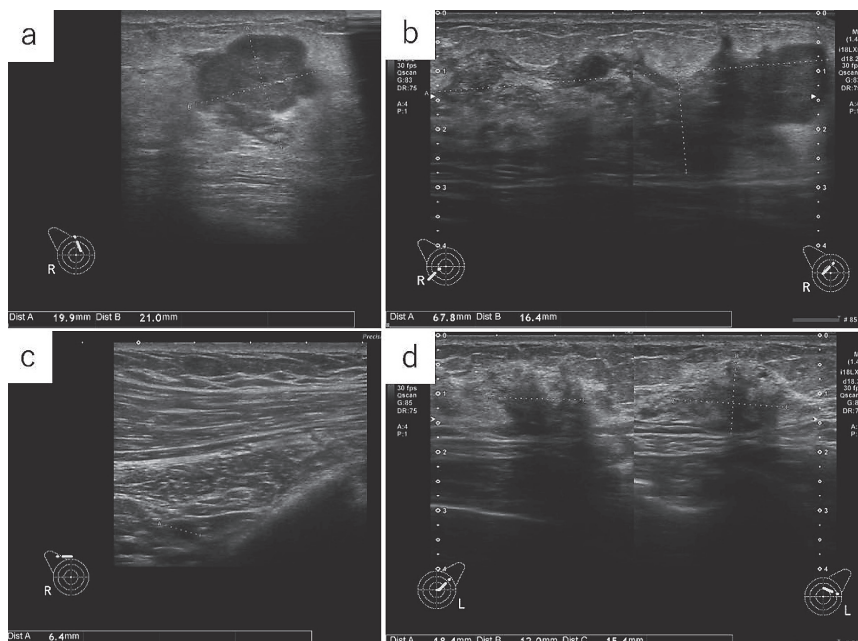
a: 右 A 区域に 19.9×21.0mm の辺縁不整な楕円形低エコー腫瘍を認めた。
